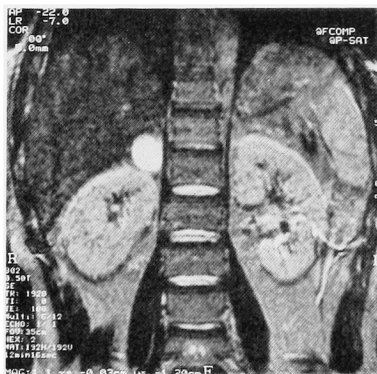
MRI (T2 weighted, coronal section) showing right adrenal cystic mass.
